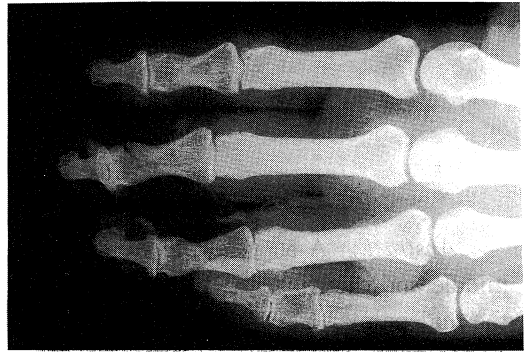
An X-ray showed a transverse linear fracture of the right middle phalanx.
